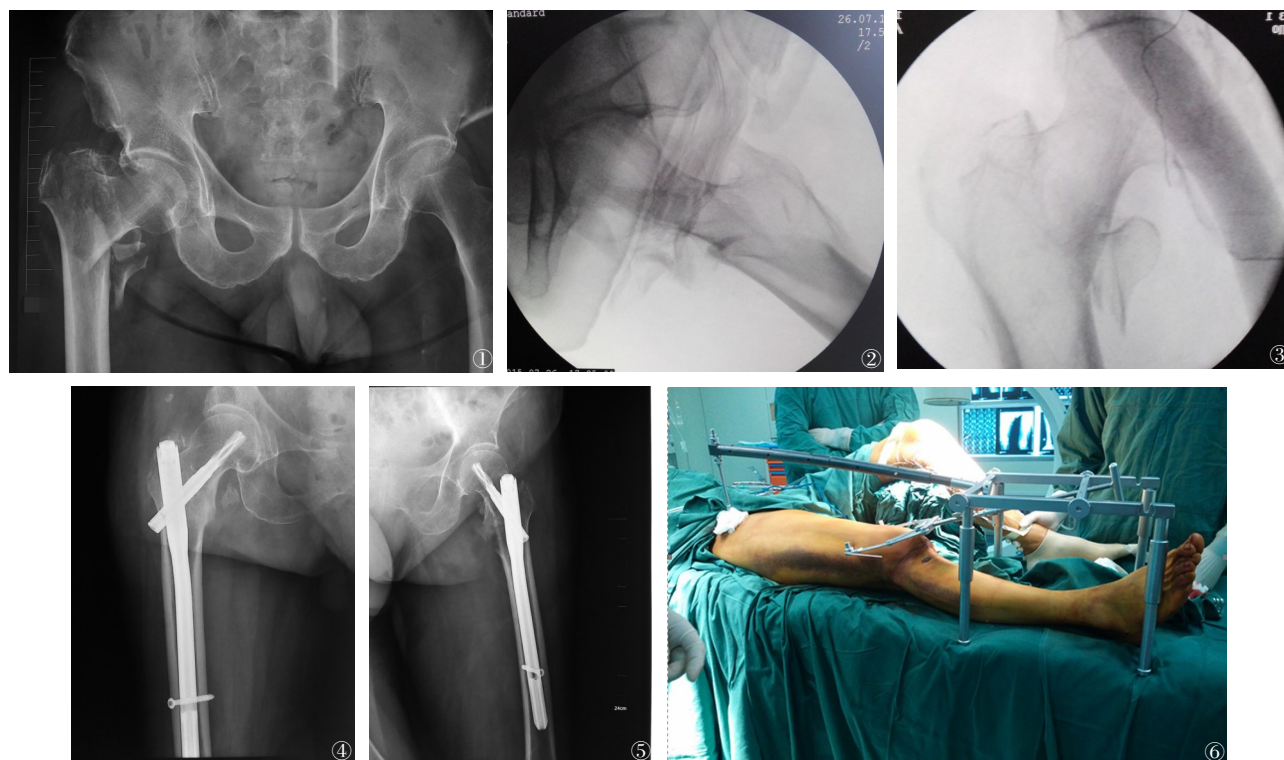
~6 男性,78岁,摔伤后右髋部疼痛4小时,诊断:右股骨粗隆骨折,行右股骨粗隆骨折双反牵引闭合复位PFNA内固定术。图1 术前骨折情况;图2 双反牵引复位后侧位X线;图3 双反牵引复位后正位X线;图4 术后正位像;图5 术后侧位像;图6 术中双反牵引复位骨折断端
